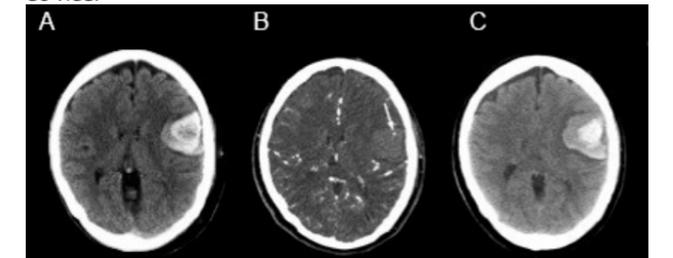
Spot sign. (A) TAC simple mostrando un HICE (57 cms³). (B) Angio-TAC evidenciando extravasación de contraste (flecha). (C) TAC realizada 5 horas después, mostrando crecimiento del HICE (147 cms³).
